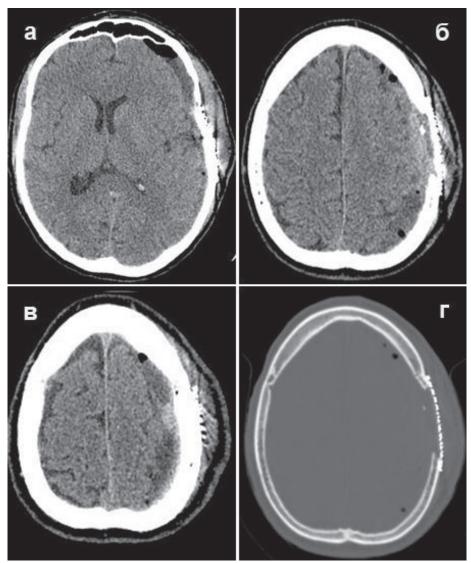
СКТ 27 января 2022 (аксиальные срезы) на 8 сутки после операции: а, б, в – тканевой и г – костный режимы; визуализируется гиподенсивная плоскостная остаточная субдуральная гематома слева с существенным регрессом смещения срединных структур (5 мм) вправо
